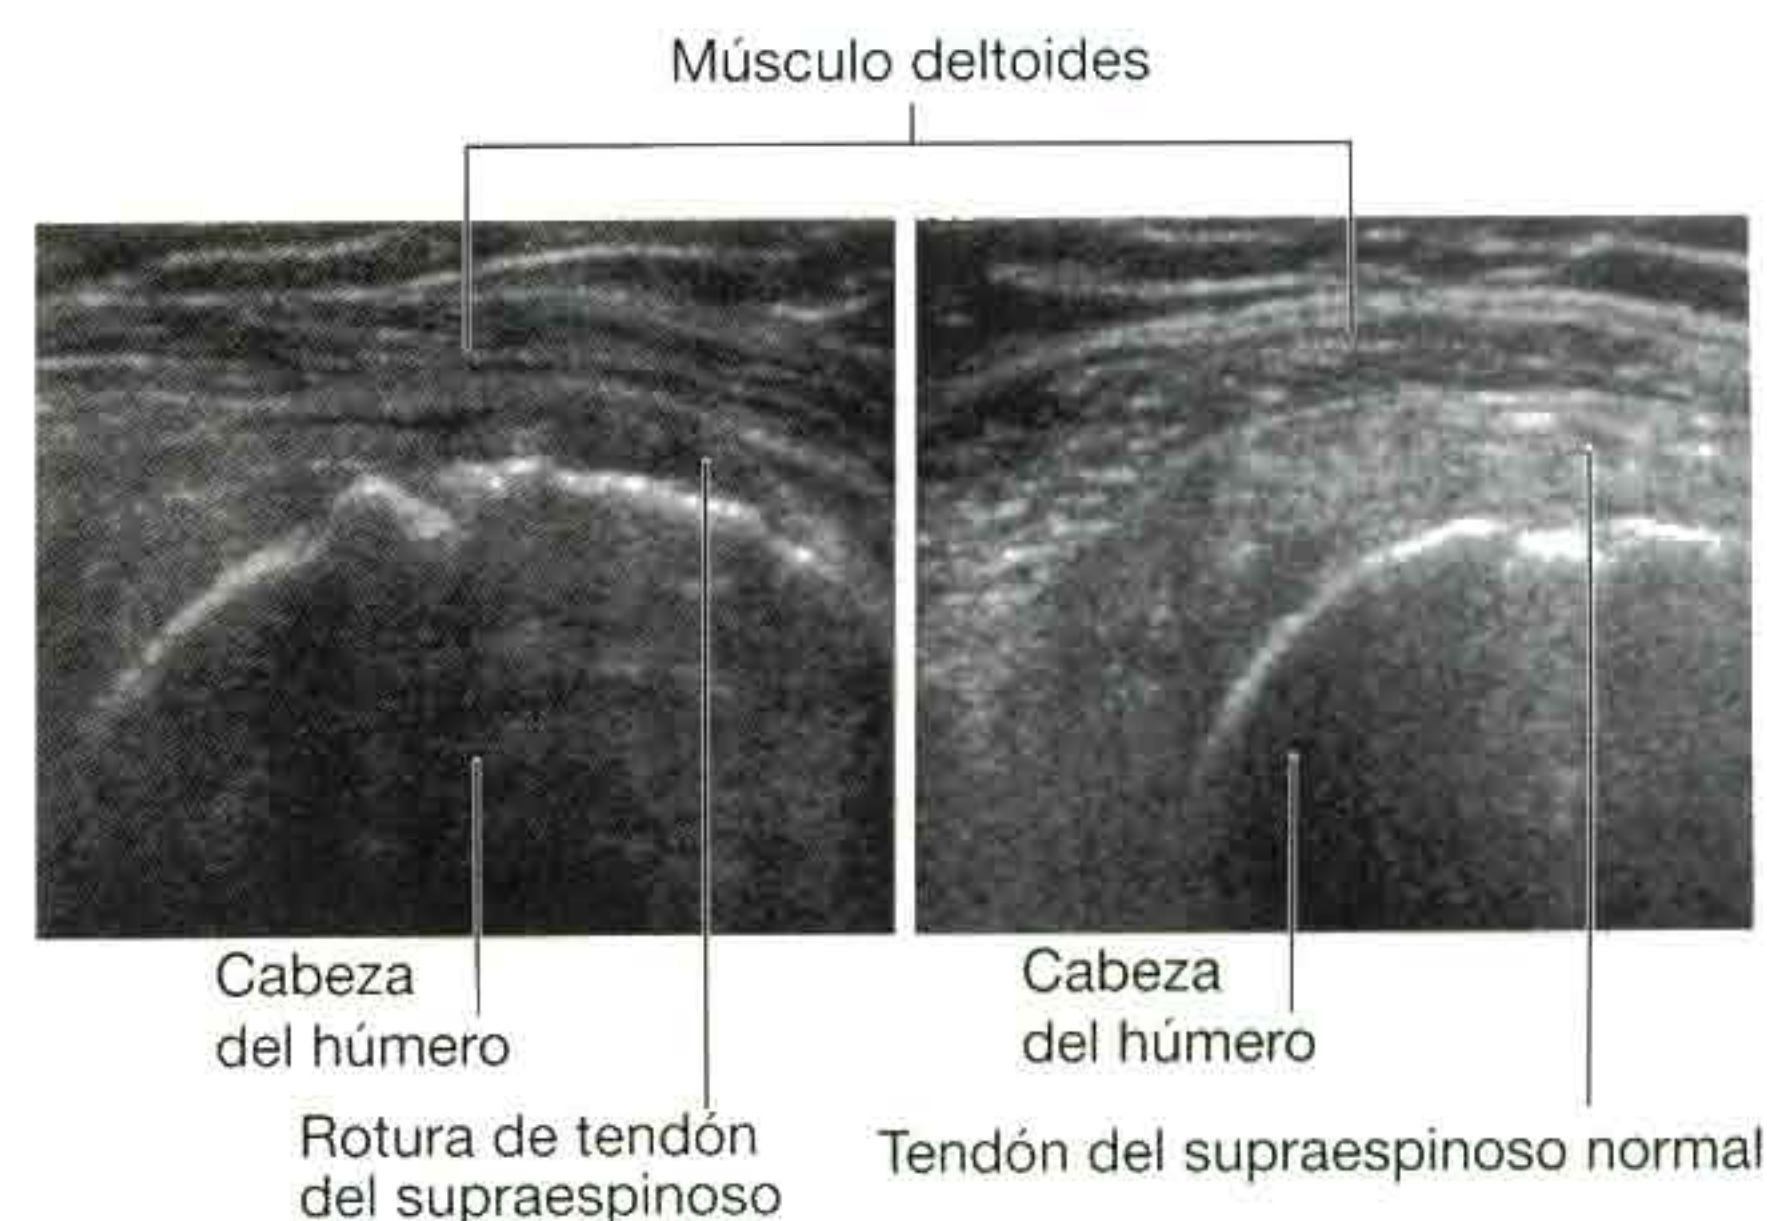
Ecografía que muestra una rotura completa del tendón supraespinoso con líquido en la bolsa subacromial subdeltoidea.
